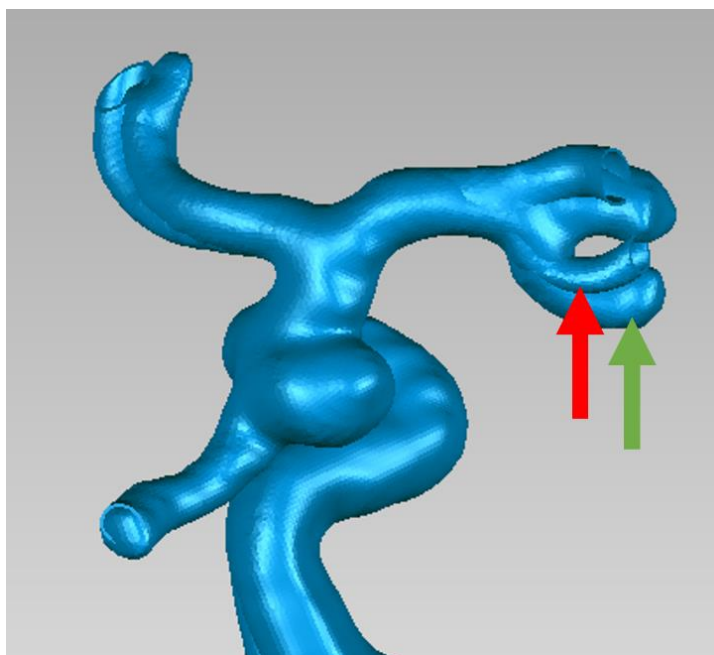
Sobreposição do arquivo original (seta vermelha) com a reconstrução da TC do biomodelo (seta verde). Fonte: A autora, 2023.
